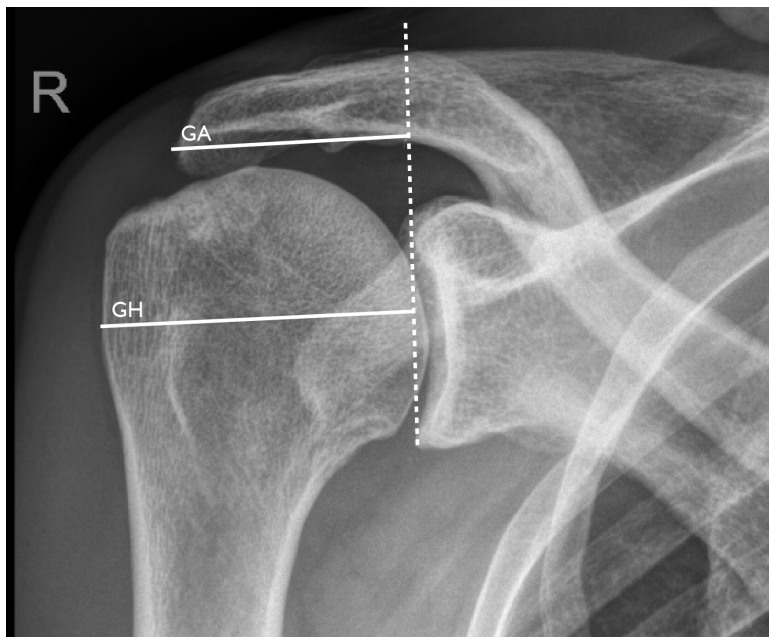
Darstellung der Messung des AHI im a.p.-Röntgenbild. Distanz zwischen Glenoidebene (gestrichelte Linie) und lateralstem Punkt des Acromions (Linie *GA*, durchgezogen), sowie Abstand zwischen Glenoidebene (gestrichelte Linie) und lateraler Kante des Tuberculum majus (Linie *GH*, durchgezogen). $AHI = GA/GH$.
